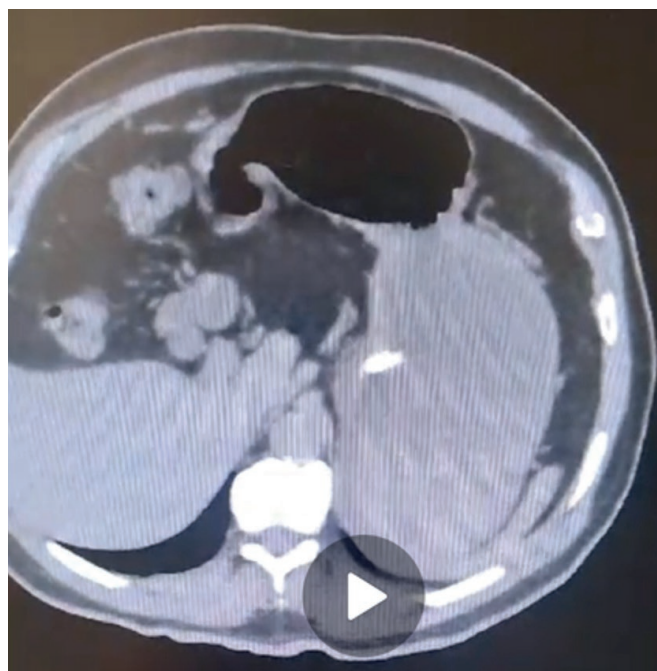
TAC de abdomen que muestra asa dilatada
